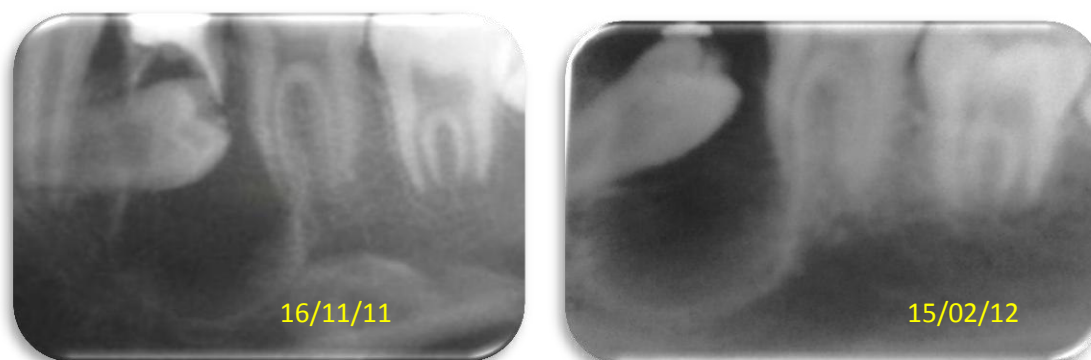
Radiografía de control 3 meses posterior a la marsupialización.
